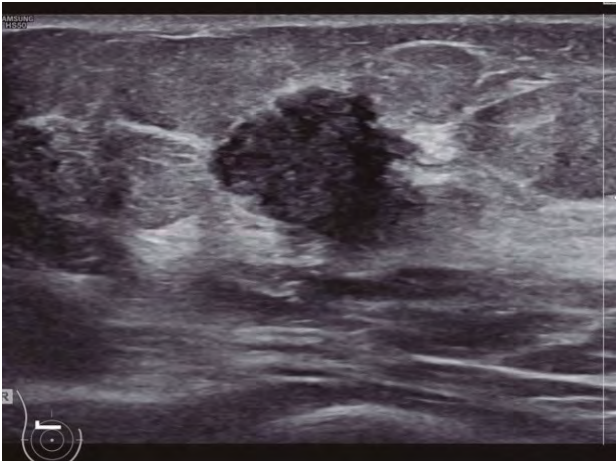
ecografía. Nódulo hipoecogénico irregular en el cuadrante superior externo de la mama derecha biopsiado con diagnóstico histológico de carcinoma ductal infiltrante con patrón inmunohistoquímico luminal A
